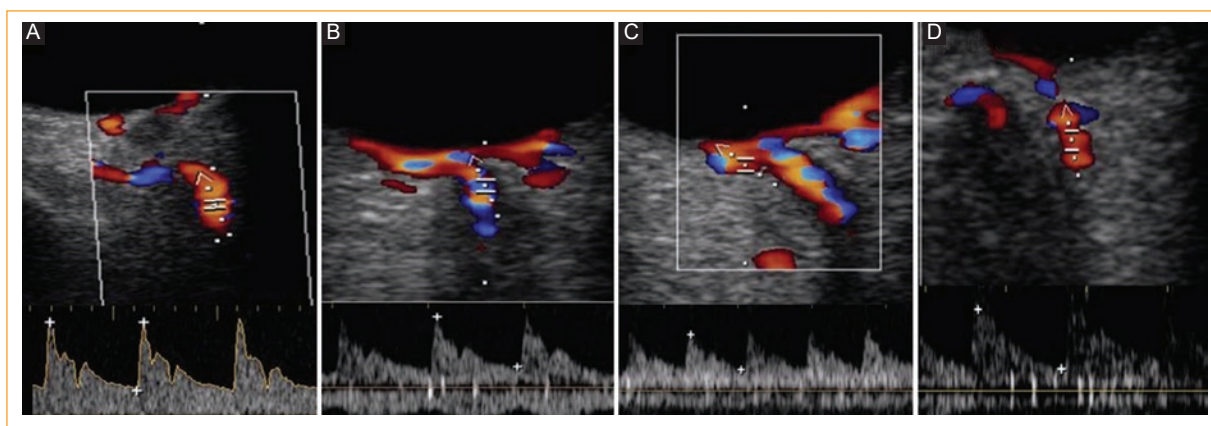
Imágenes en modo Doppler color y espectral de la arteria oftálmica (AO) (A), la arteria central de la retina (ACR) (B), la arteria ciliar corta posterior nasal (ACCPN) (C) y la arteria ciliar corta posterior temporal (ACCPT) (D).
